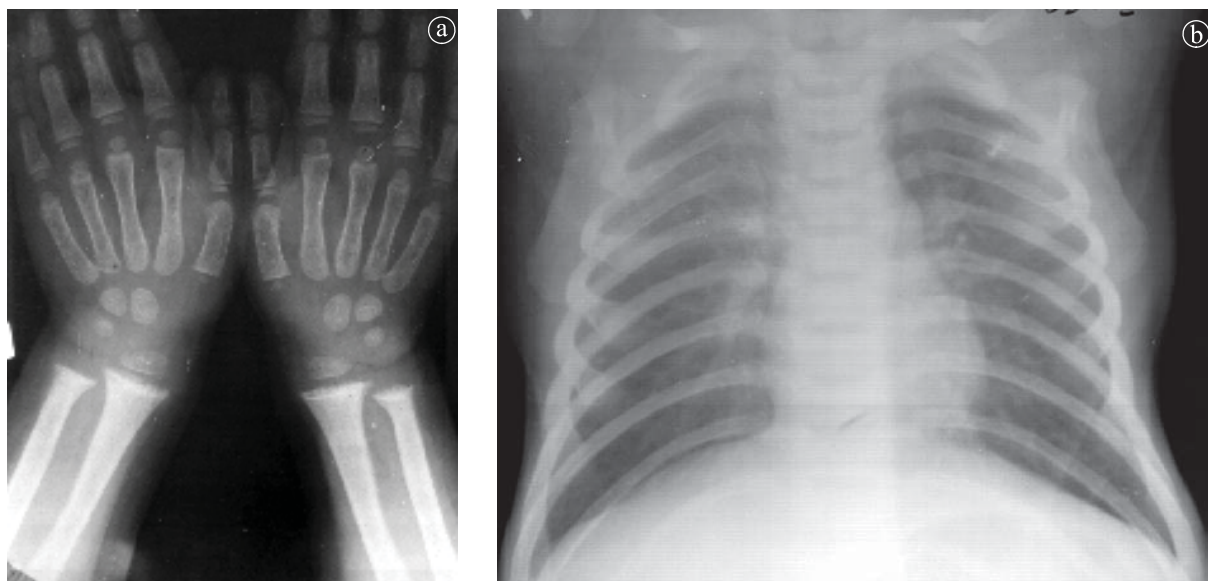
7. Rahitism, 3 ani. a) Radiografie comparativă de mâini, b) Radiografie torace.
